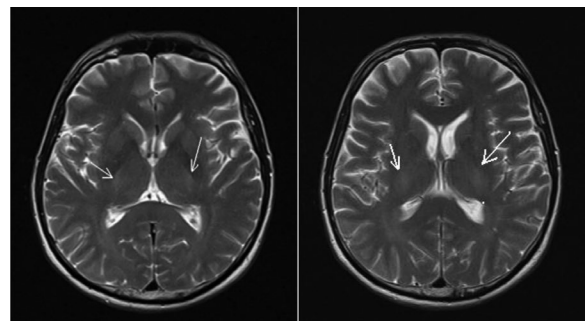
Cranial MRI. T2-weighted axial sections, hyperintense signals, on the posterior crura of the internal capsule bilaterally and cerebral peduncles.
